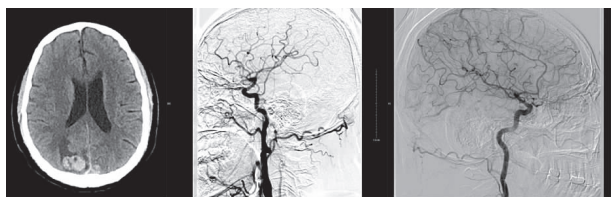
头颅MRI示与图2不同的出血部位;DSA示颅内多发微动脉瘤形成
